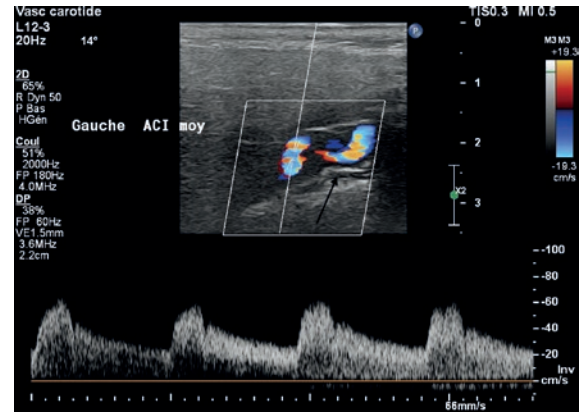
Image ultrason avec modifications pariétales au niveau de l'artère carotide interne moyenne à distale, avec flux irrégulier en raison des lames de dissection, sans accélération significative (60 cm/s).
